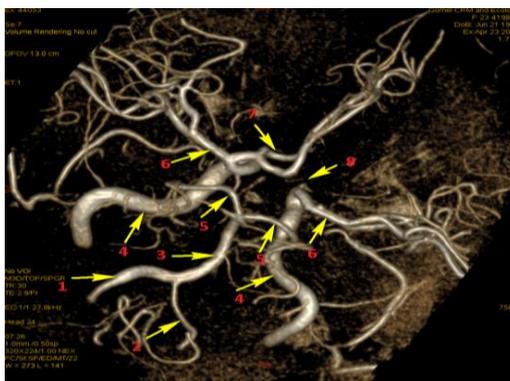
МРТ сосудов головного мозга: 1 — позвоночная артерия слева; 2 — позвоночная артерия справа; 3 — основная артерия; 4 — внутренняя сонная артерия; 5 — задняя мозговая артерия; 6 — средняя мозговая артерия; 7 — две перикаллёзные артерии; 8 — рудимент А 1 сегмента передней мозговой артерии справа
